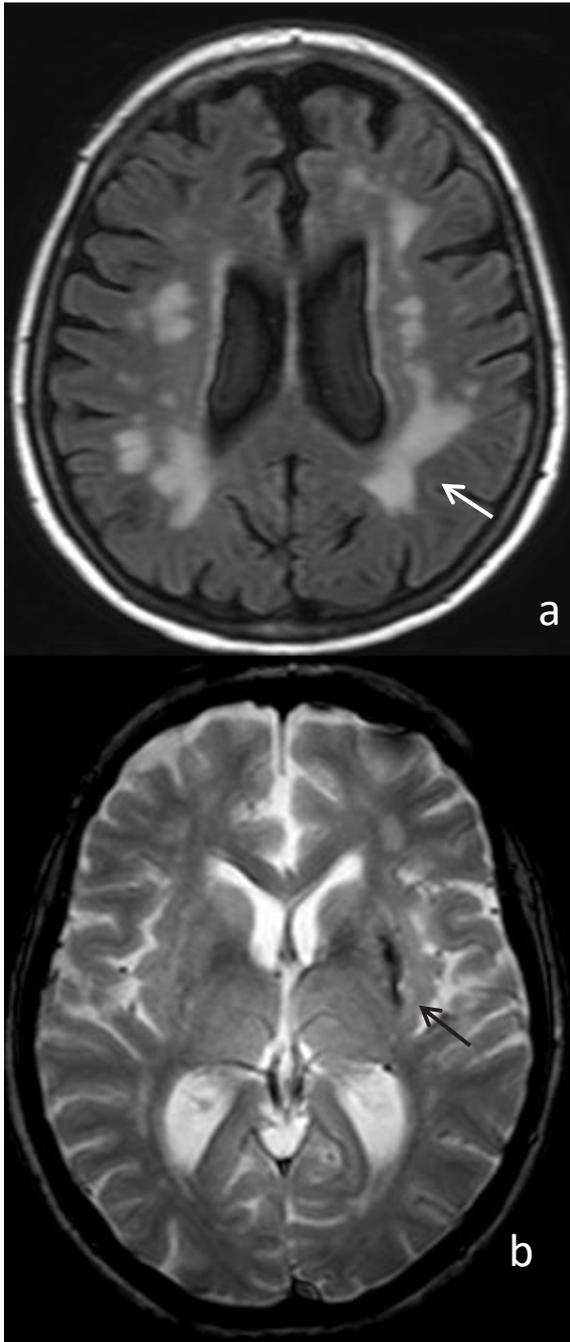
A) Corte axial en secuencia FLAIR: focos hiperintensos confluentes de la sustancia blanca supra-tentorial. B) Corte axial en secuencia T2: lesión hemorrágica crónica putaminal izquierda.
